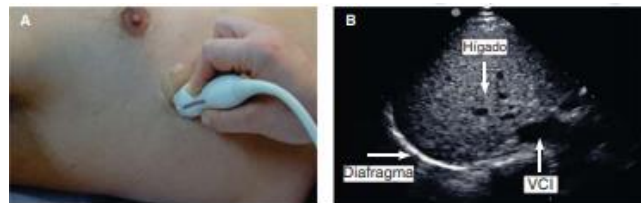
Atul Palkar, MD; Mangala Narasimhan, Diaphragm Excursion-Time Index A New Parameter Using Ultrasonography to Predict Extubation Outcome, CHEST 2018; 153(5):1213-1220. doi.org/10.1016/j.chest.2018.01.007
